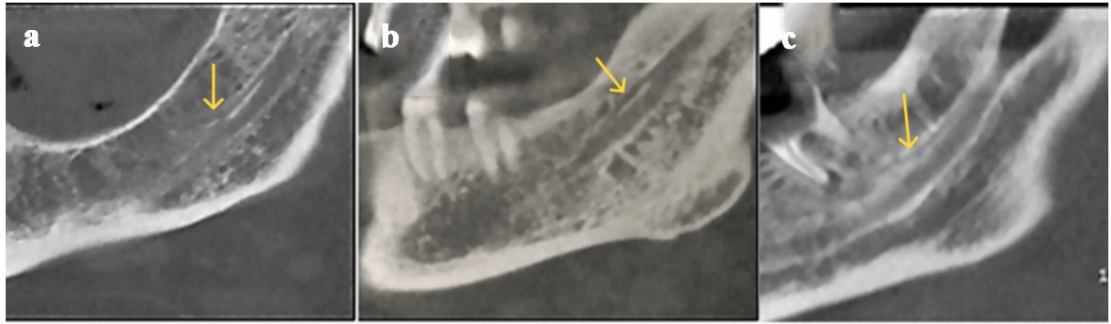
Reconstitutions panoramiques de cone beams illustrant des canaux mandibulaires gauches de type 2 [77].
